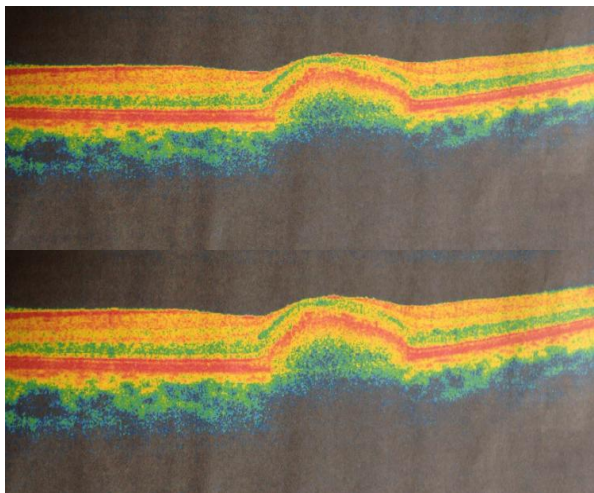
Tomografia de coerência óptica de ambos os olhos mostrando o descolamento do epitélio pigmentar da retina, com material subretiniano em ambos os olhos (acima OD e abaixo OE).
